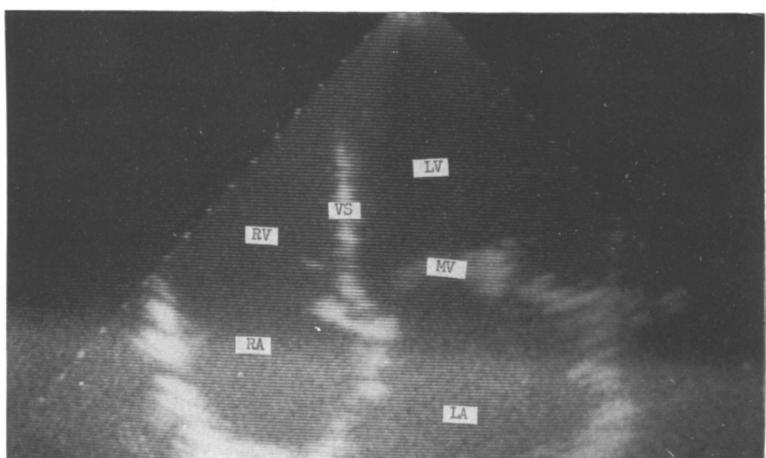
The apical 4 chamber view in mitral stenosis.
